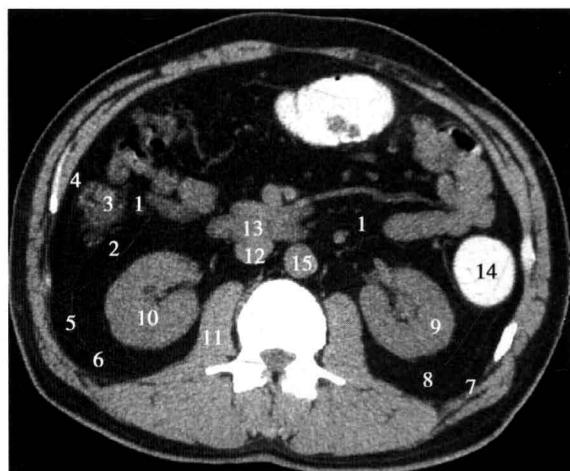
腹膜后第 6 水平断面 CT 图像
